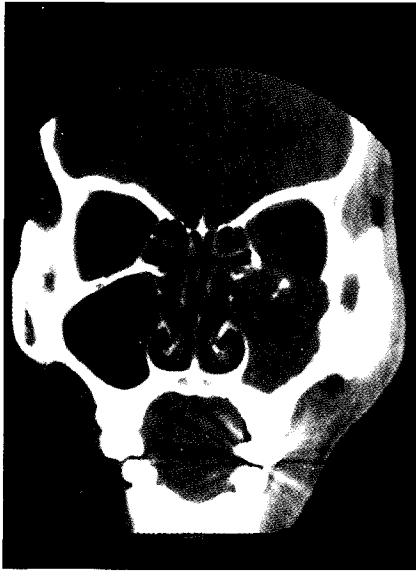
Computed tomography showing invasion of orbital floor and lateral wall of nasal cavity by left maxillary cancer.
